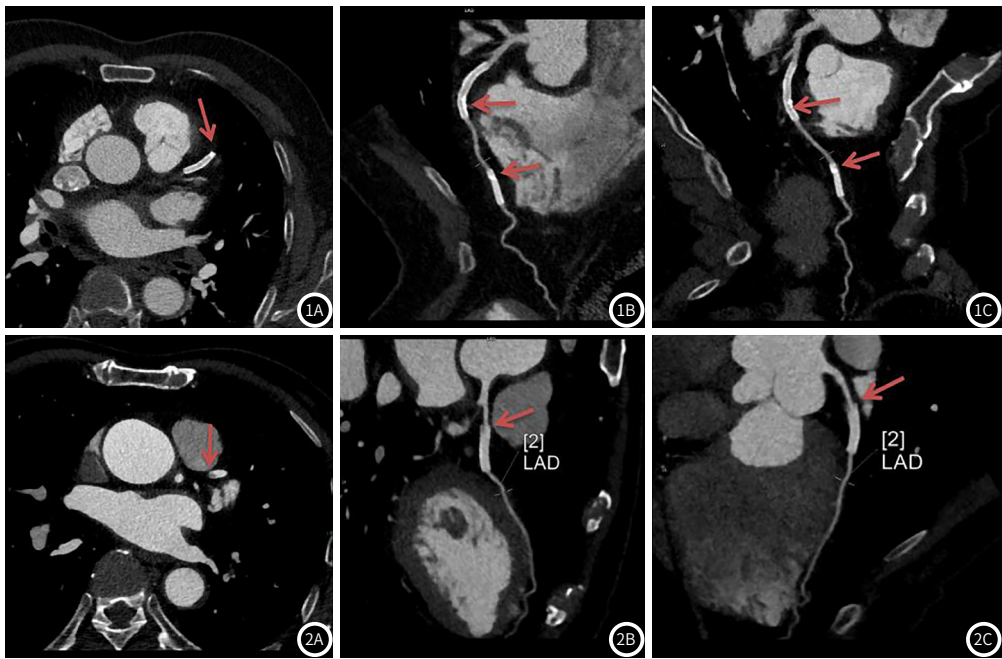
双低剂量组,男,76岁,支架植入术后1年2个月,采用管电压100kV,管电流400mAs进行CT扫描。图1A:心脏冠脉CTA横轴位图像;图1B、图1C:曲面重建图像,可见左侧冠状动脉前降支近段、中段血管支架植入术后改变,局部管壁钙斑形成官腔轻度狭窄(箭头指向处)。图2 常规剂量组,男,78岁,支架植入术后1年,采用管电压120kV,管电流600mAs进行CT扫描。图2A:心脏冠脉CTA横轴位图像;图2B、图2C:曲面重建图像,可见左侧冠状动脉前降支近段血管支架植入术后改变,支架近段局部软钙斑形成官腔轻度狭窄(箭头指向处)。
